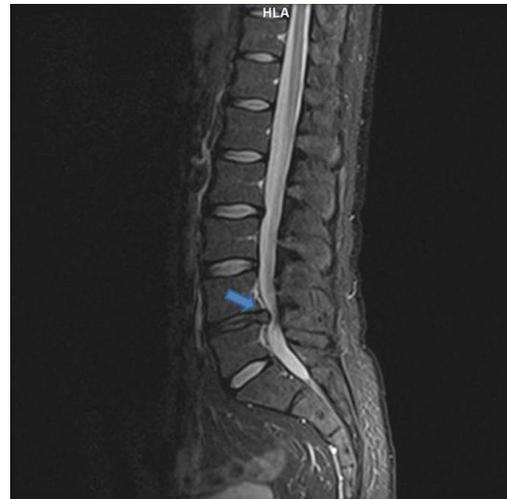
МРТ-картина левосторонней грыжи L4-L5 межпозвоночного диска (данные от 23.09.2015)
